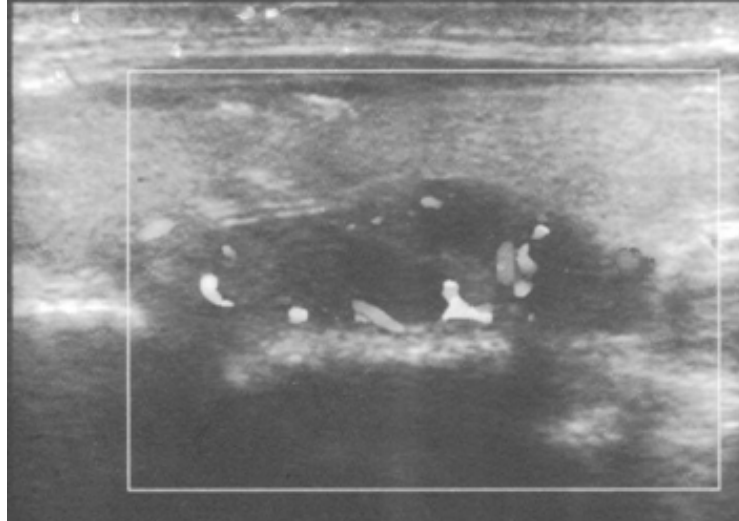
Image échographique d'une lésion parathyroïdienne droite ovale bien limitée, hypoéchogène hétérogène, hyper vascularisée au doppler couleur.
